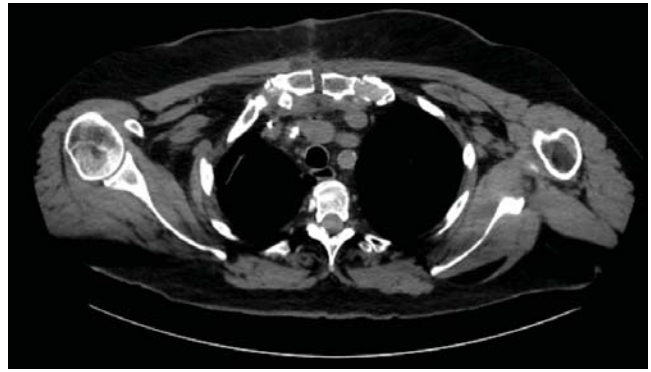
КТ-картина диастаза грудины
